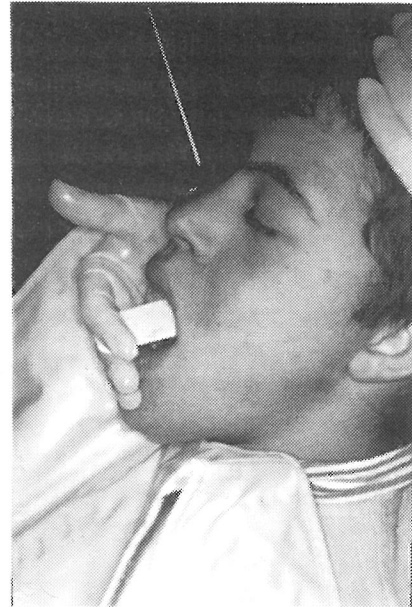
Toma de radiografía intrabucal.
